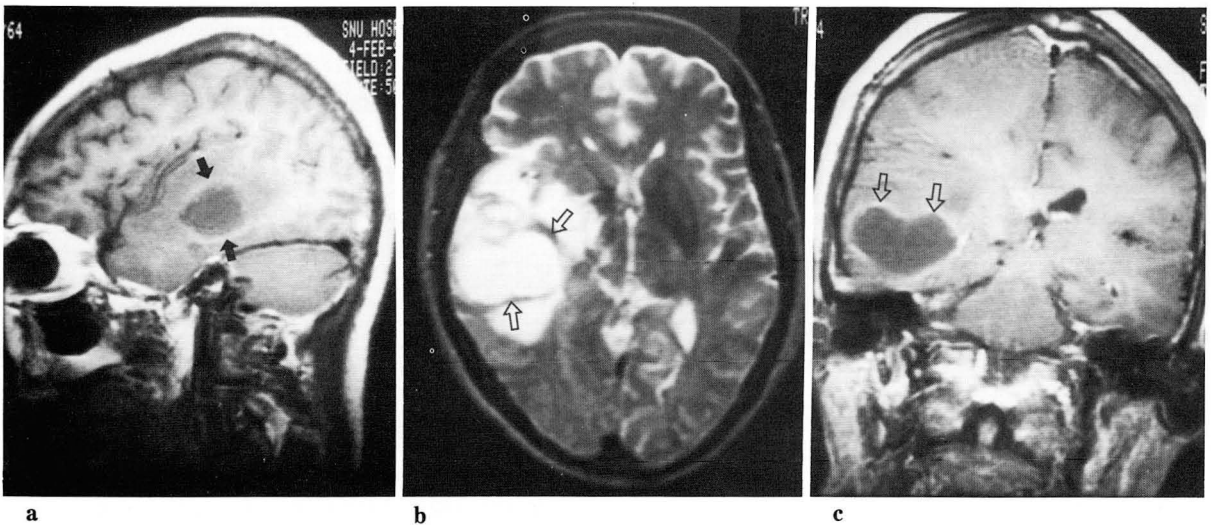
A large abscess with smooth thin wall in a 64-year-old woman. T1-weighted (500/30) sagittal image (a) shows a round mass of slight low intensity with wall of slight high intensity (arrows) surrounded by edema of slight low intensity in temporal lobe.
